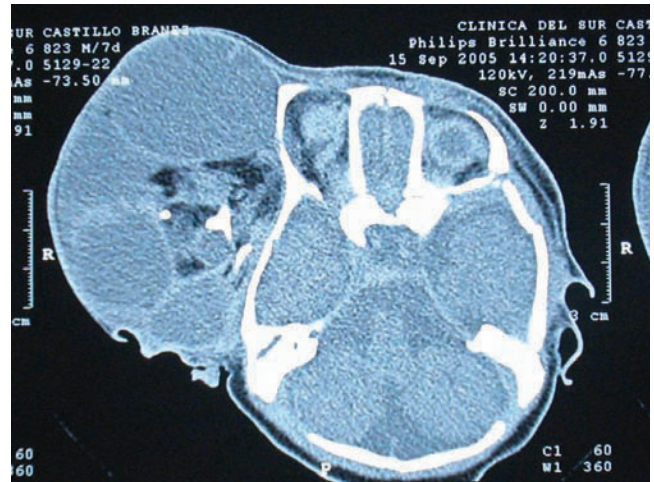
TAC postero inferior que muestra independencia estructural del tumor.
